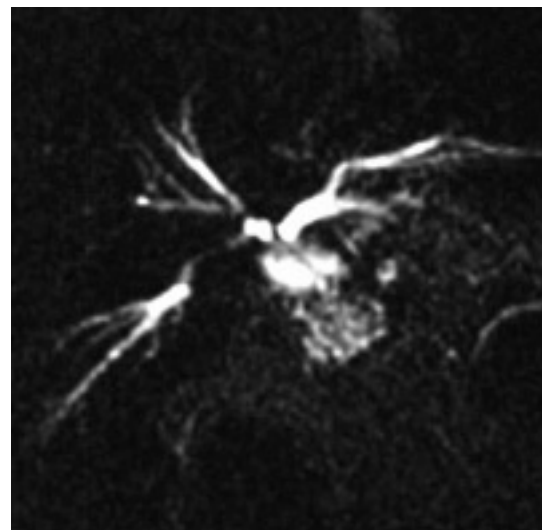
CP-IRM : sténoses sur une anastomose biliodigestive, (séquence SS-FSE, coupe frontale de 20 mm d'épaisseur, TE eff 800 msec).
